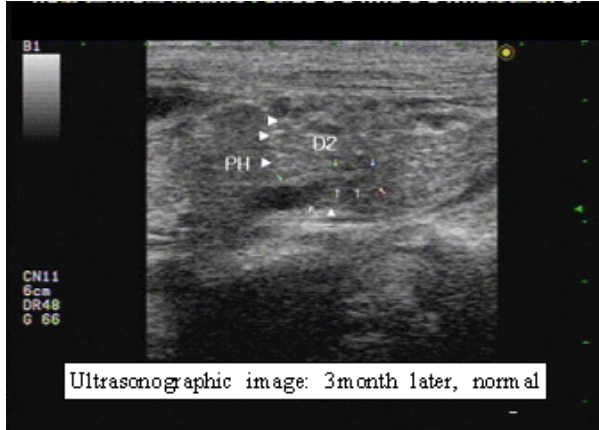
Ultrasonographic image ; 3 month later, shown normal distal CBD
